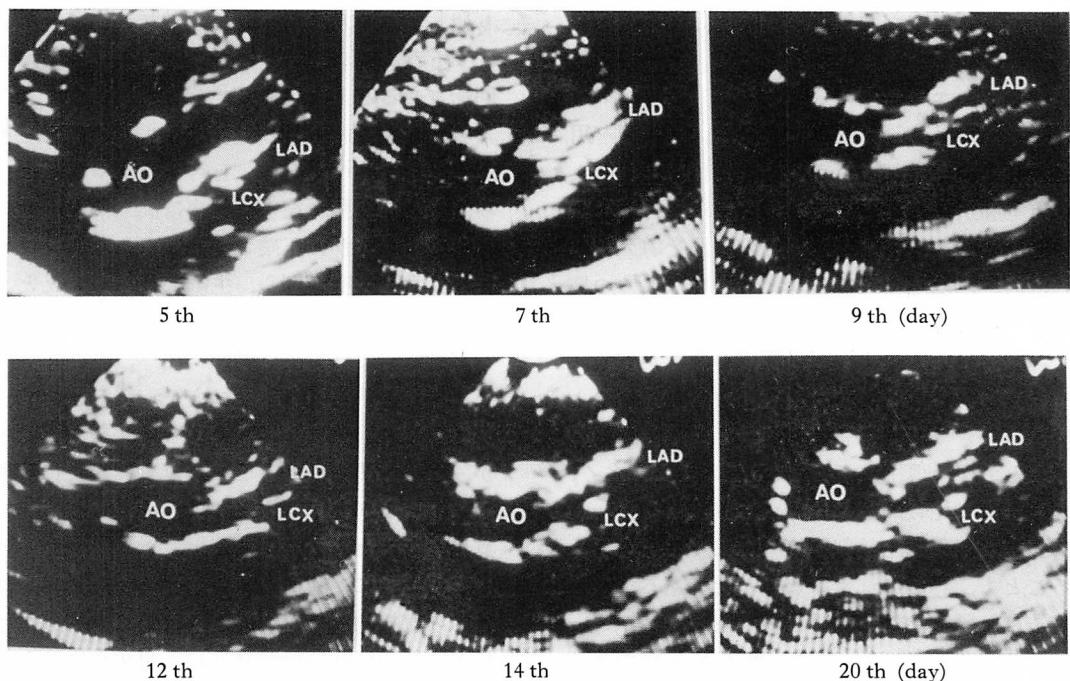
Two-dimensional echocardiograms demonstrating the serial changes in the coronary artery in a case of Kawasaki disease.
